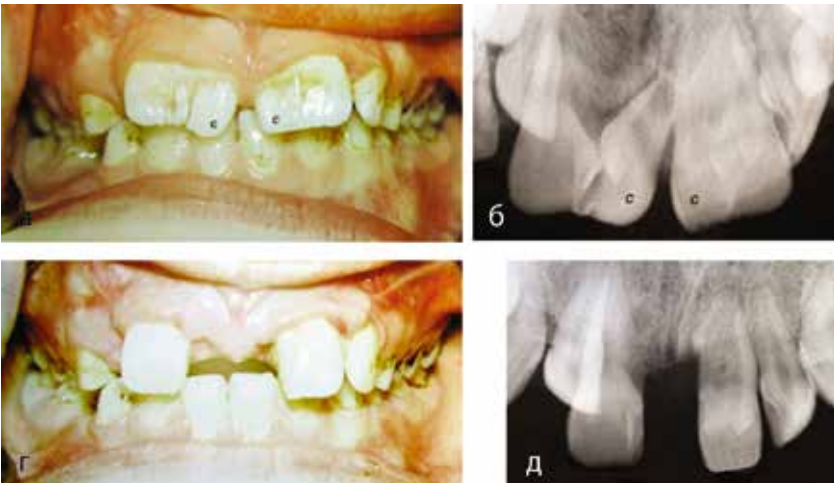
Фото прикуса и прицельных рентгенограмм пациента О., 9 лет, мед. карточка № 143.
